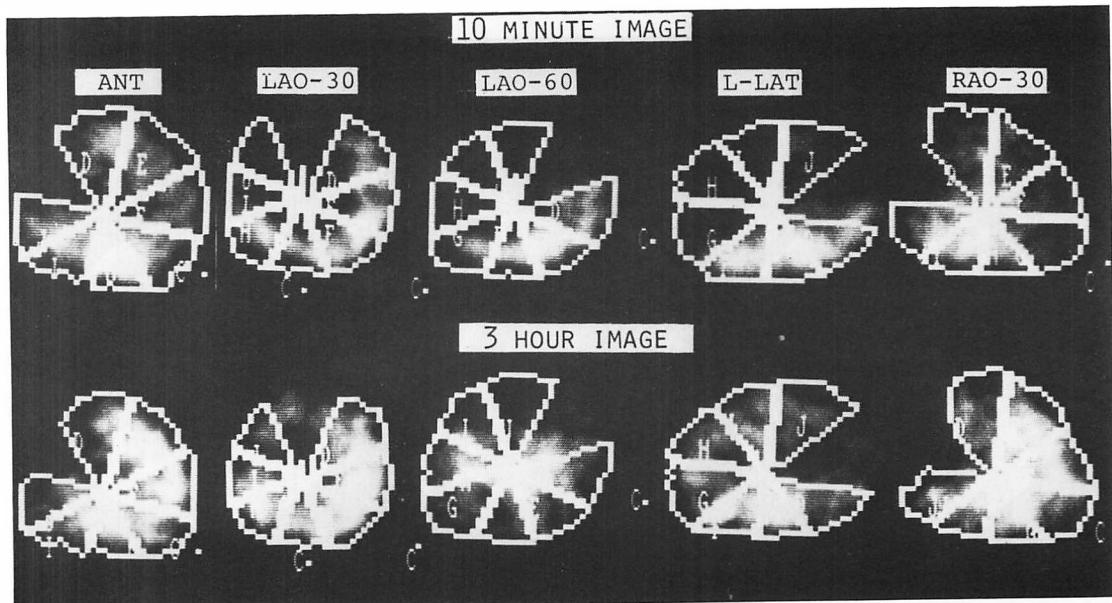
^{201}Tl exercise myocardial scintigrams of a 57-year-old male.
